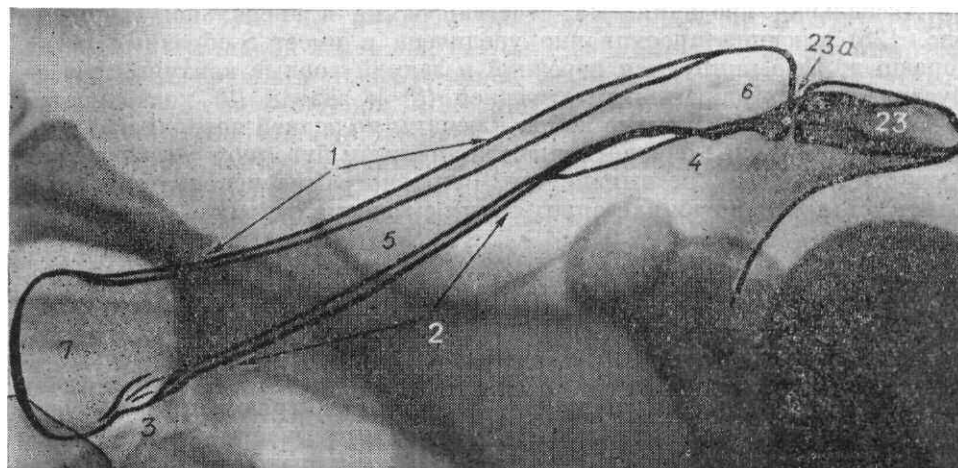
Рентгенограмма ключицы в прямой передней проекции.
